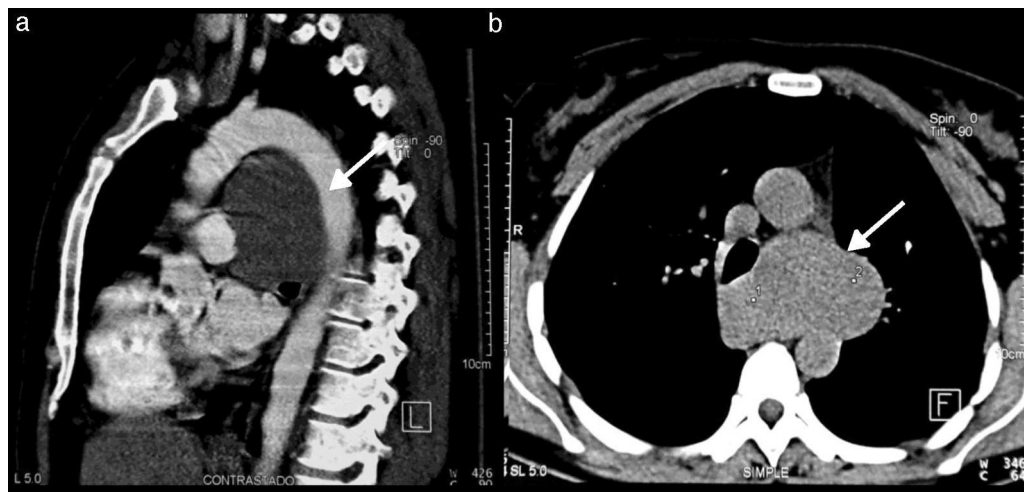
Caso 7. a) Tomografía computada sagital; por delante del cayado y la aorta descendente hay una masa de opacidad uniforme bien delimitada (flecha). b) Tomografía axial computada. La masa mediastínica se proyecta hacia la izquierda por delante de la columna vertebral entre la aorta ascendente y la descendente (flecha).
